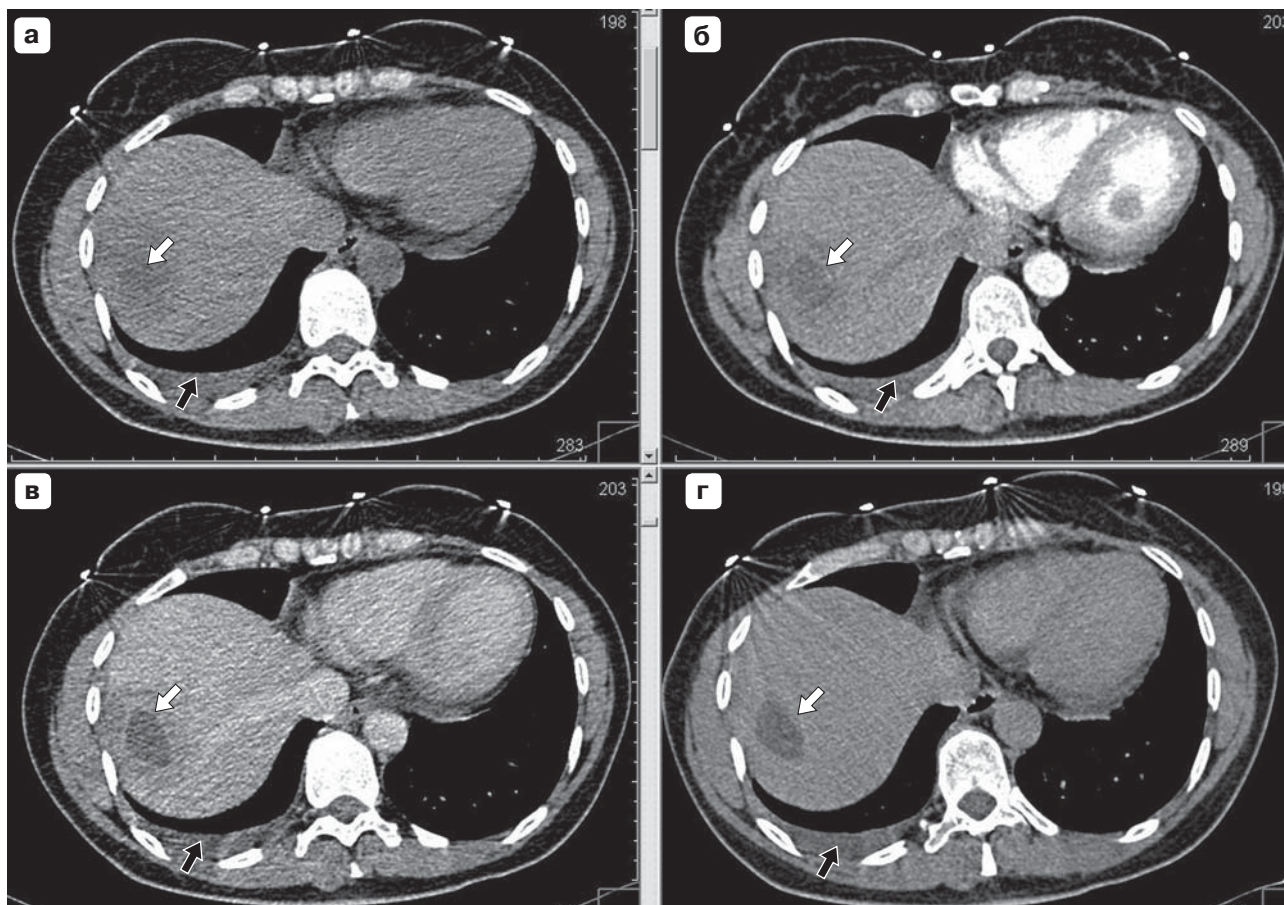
КТ-изображения актиномикоза печени в нативную (а), артериальную (б), венозную (в) и отсроченную (г) фазы, аксиальные срезы. Абсцесс правой доли печени указан стрелкой. Жидкость в правой плевральной полости (черная стрелка).
